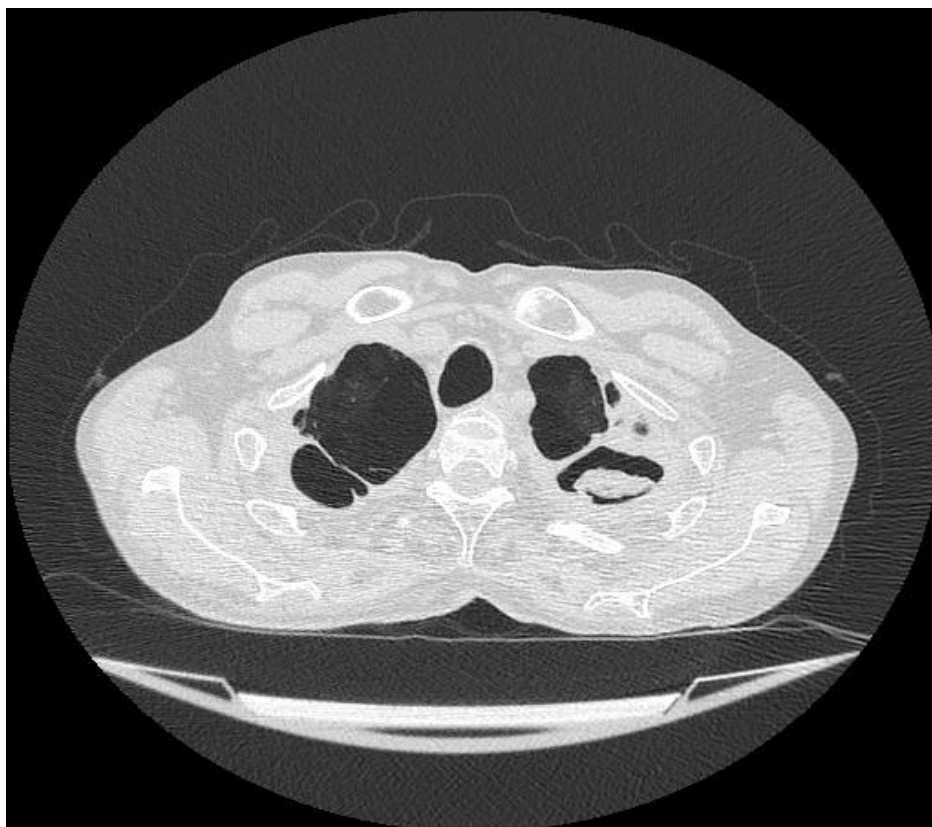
КТ органов грудной полости.
